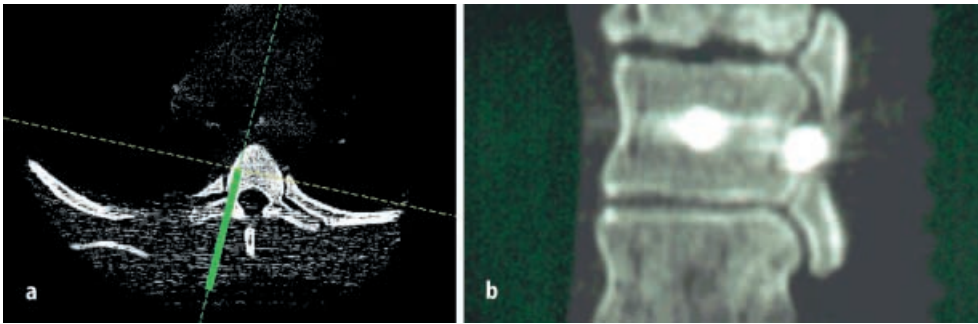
▲ Durch mathematische Verkippung verursachte abweichende Schraubenlage. Intraoperativ wird eine vermeintlich richtige Lage visualisiert, die CT-Kontrolle zeigt jedoch eine Parallelverschiebung der Schraubenposition als Folge der rechnerischen Verkippung der Lage des Wirbelkörpers im Raum
